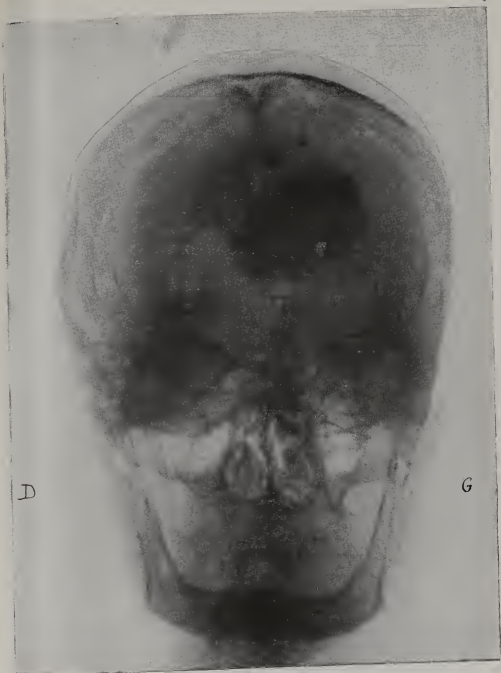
Même sujet. Radiographie de face
